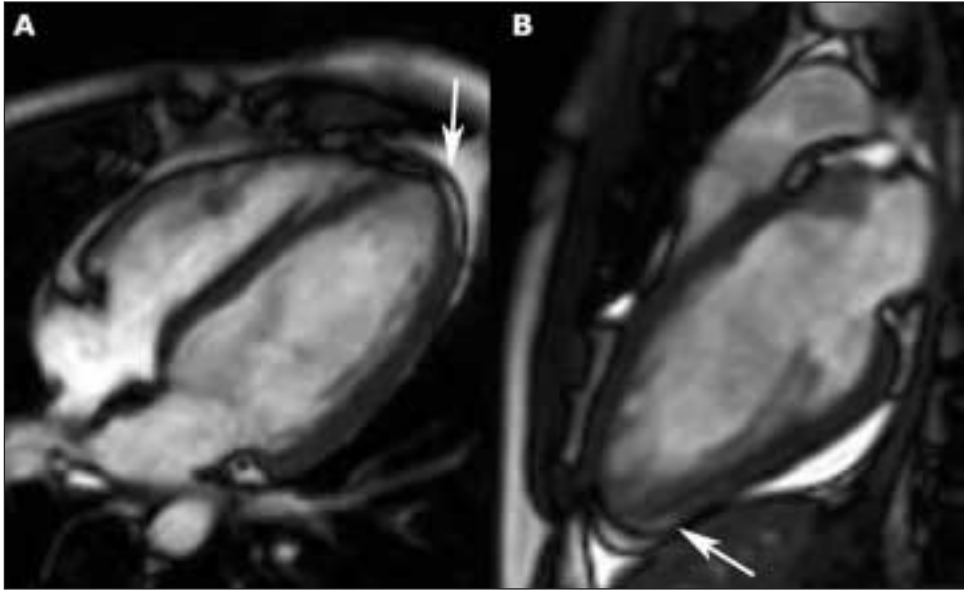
Resonancia nuclear magnética cardíaca correspondiente al paciente de la figura 2. La flecha, muestra área hiperintensa de necrosis en la zona subepicárdica, a diferencia de los infartos convencionales, donde predomina la necrosis en la región subendocárdica. Este tipo de lesiones aparece más frecuentemente en las miocarditis. A) Proyección de cuatro cámaras, visualizándose la necrosis en ápex de VI y cara lateral distal. B) Proyección de eje largo de dos cámaras visualizándose la necrosis en ápex y cara diafrágica distal.
